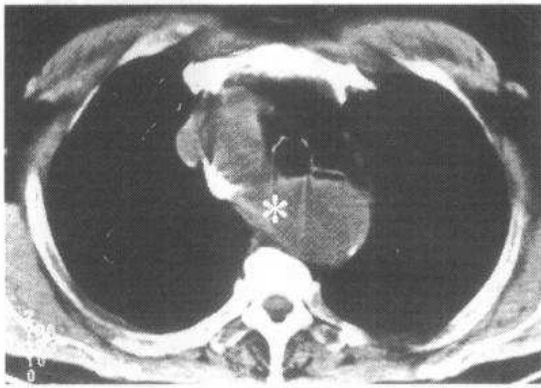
主动脉右弓右位降主动脉 CT 平扫
